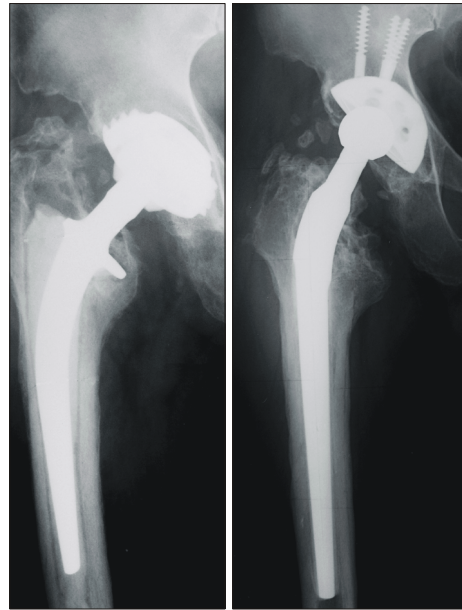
(A) Radiograph of 48 year old man showed aseptic loosening after primary total hip arthroplasty due to avascular necrosis of femoral head. (B) Radiograph demonstrated stable fixation of the Wagner stem and osseous restoration of proximal femur with allograft 13 years after revisional total hip arthroplasty.
